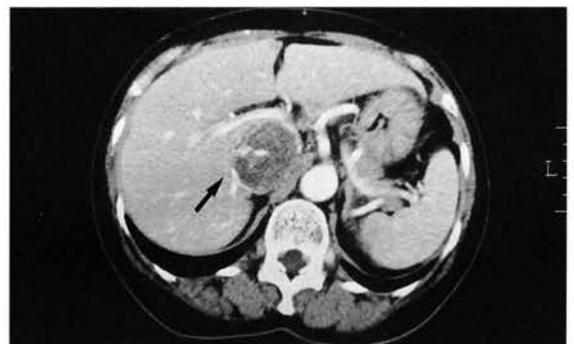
腹部CT:下大静脈内に内部不均質な腫瘍(長矢)を認める。
